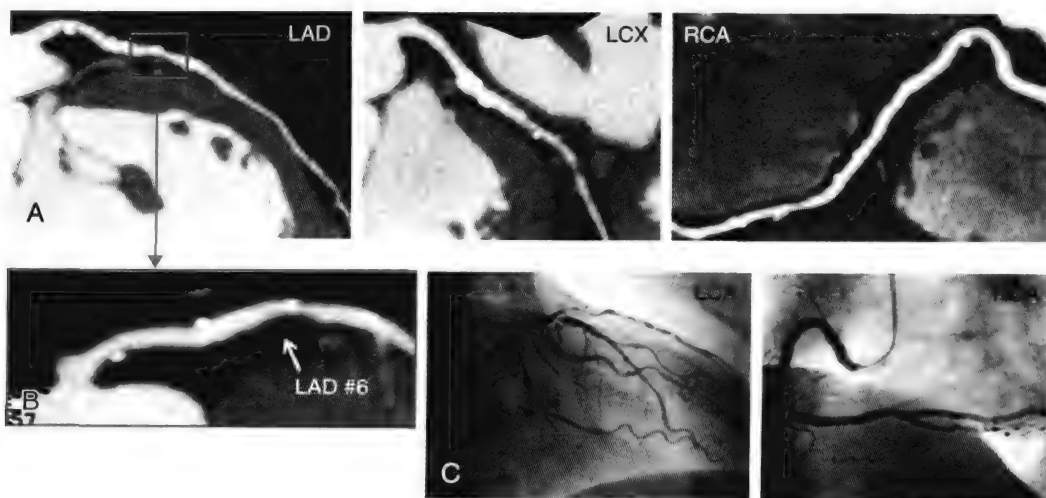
CT血管成像鉴定病变的风险程度。A, 6个月后发生ACS的患者左前降支动脉 (LAD), 左回旋支动脉 (LCX), 右冠状动脉 (RCA) 的图像。B, A的放大, 箭头 (#6) 指向正性重构, 低衰减及点状钙化的斑块。C, ACS发生后有创冠状动脉造影, 证实了CT血管成像显示的B图LAD#6处的罪犯病变。
